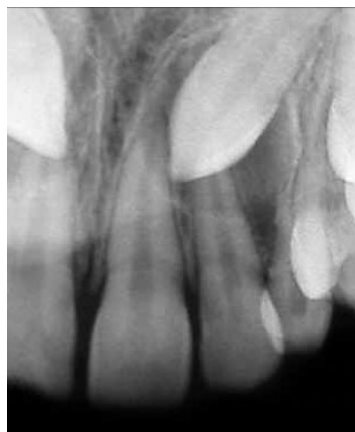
Radiografia periapical de um canino ectópico, usando a Técnica de Clark.
